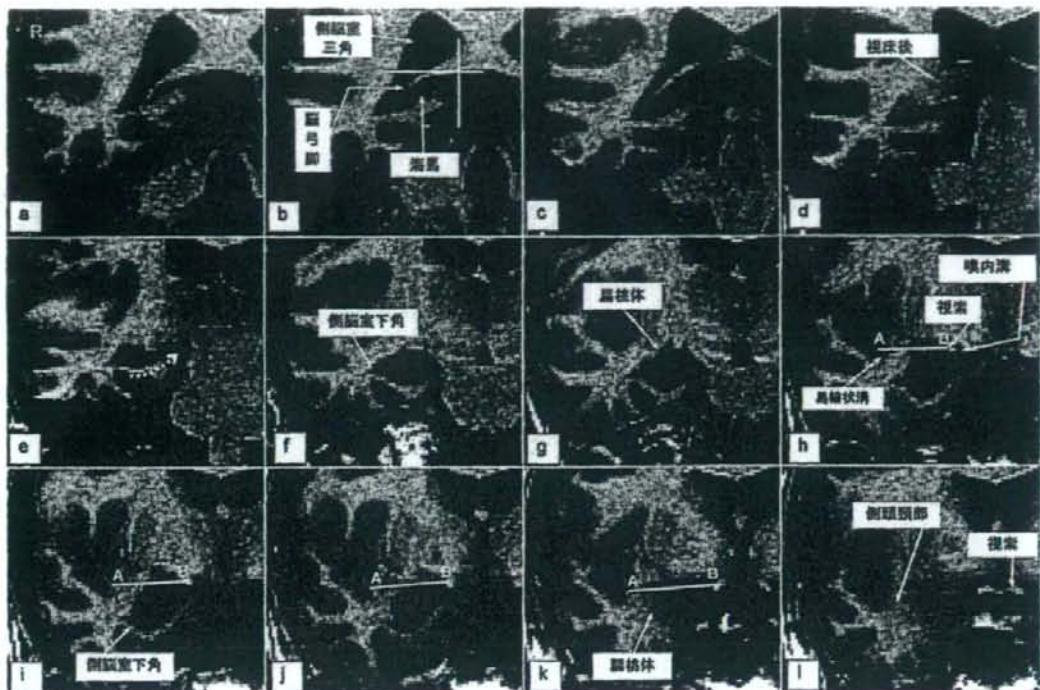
MRI 冠状断における海馬と扁桃体の境界
